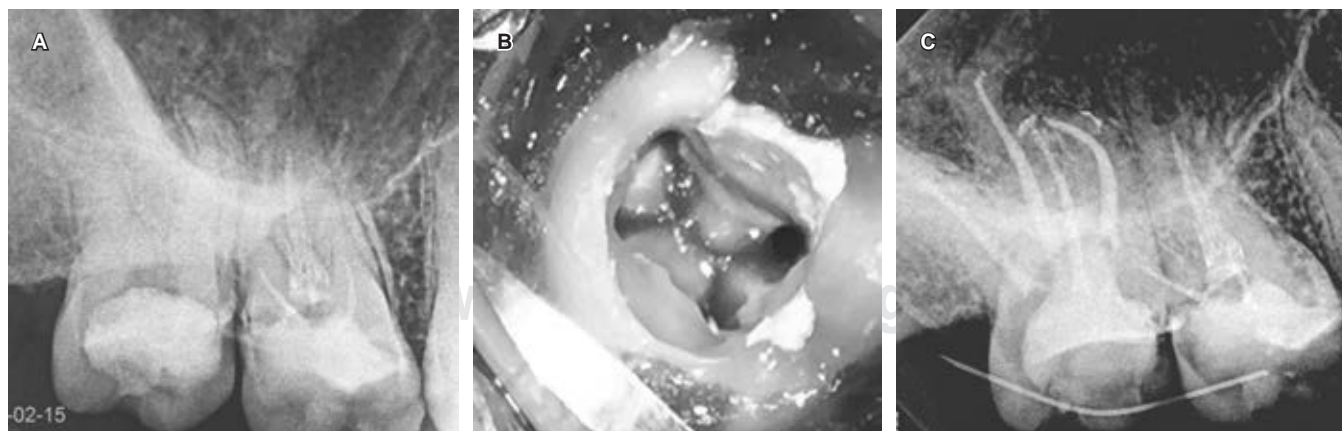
Caso 1. A) Radiografía preoperatoria. Presencia de cavidad previa de acceso. No hay signos de patología periapical. B) Configuración del piso de la cámara pulpar. Se aprecian cuatro conductos radiculares. C) Radiografía postoperatoria inmediata.
